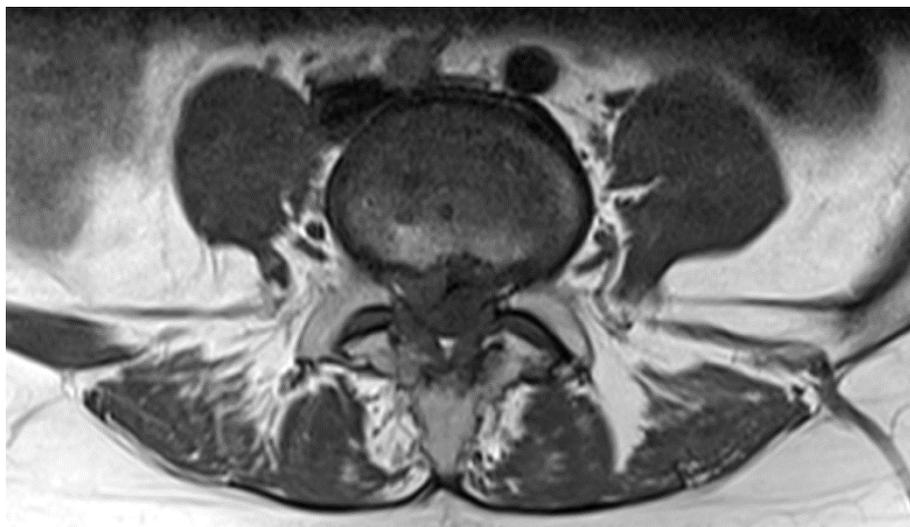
Imágenes de Resonancia Magnética del Paciente. A Plano sagital: se aprecia hernia de disco L4-L5 extruida con disminución de la altura discal y cambios tipo Modic en los platillos. y B Detalle de la hernia extruida en el receso derecho L4-5.
